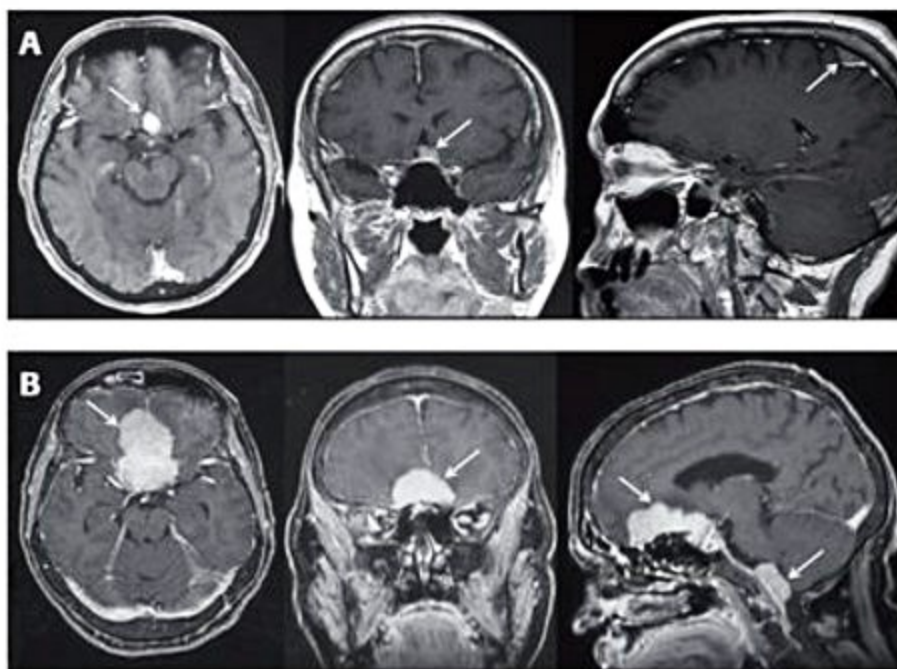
Ressonância magnética de duas pacientes (A e B) com hiperplasia suprarrenal macronodular primária, demonstrando múltiplas lesões intracranianas típicas de meningiomas, com a impregnação intensa e homogênea pelo meio de contraste (gadolinio). Paciente (A) presença de lesão mediana no plano esfenoidal com pequeno componente supresselar; lesão na alta convexidade; além de pequena lesão no forame magno à esquerda. Paciente (B): presença de lesão em região de linha média da fossa craniana anterior, que se estende superiormente na linha inter-hemisférica; espessamento e impregnação meníngeos difusos, estendendo-se para a fossa média e, posteriormente, em direção ao tentório; além de espessamento meníngeo da região infratentorial.
